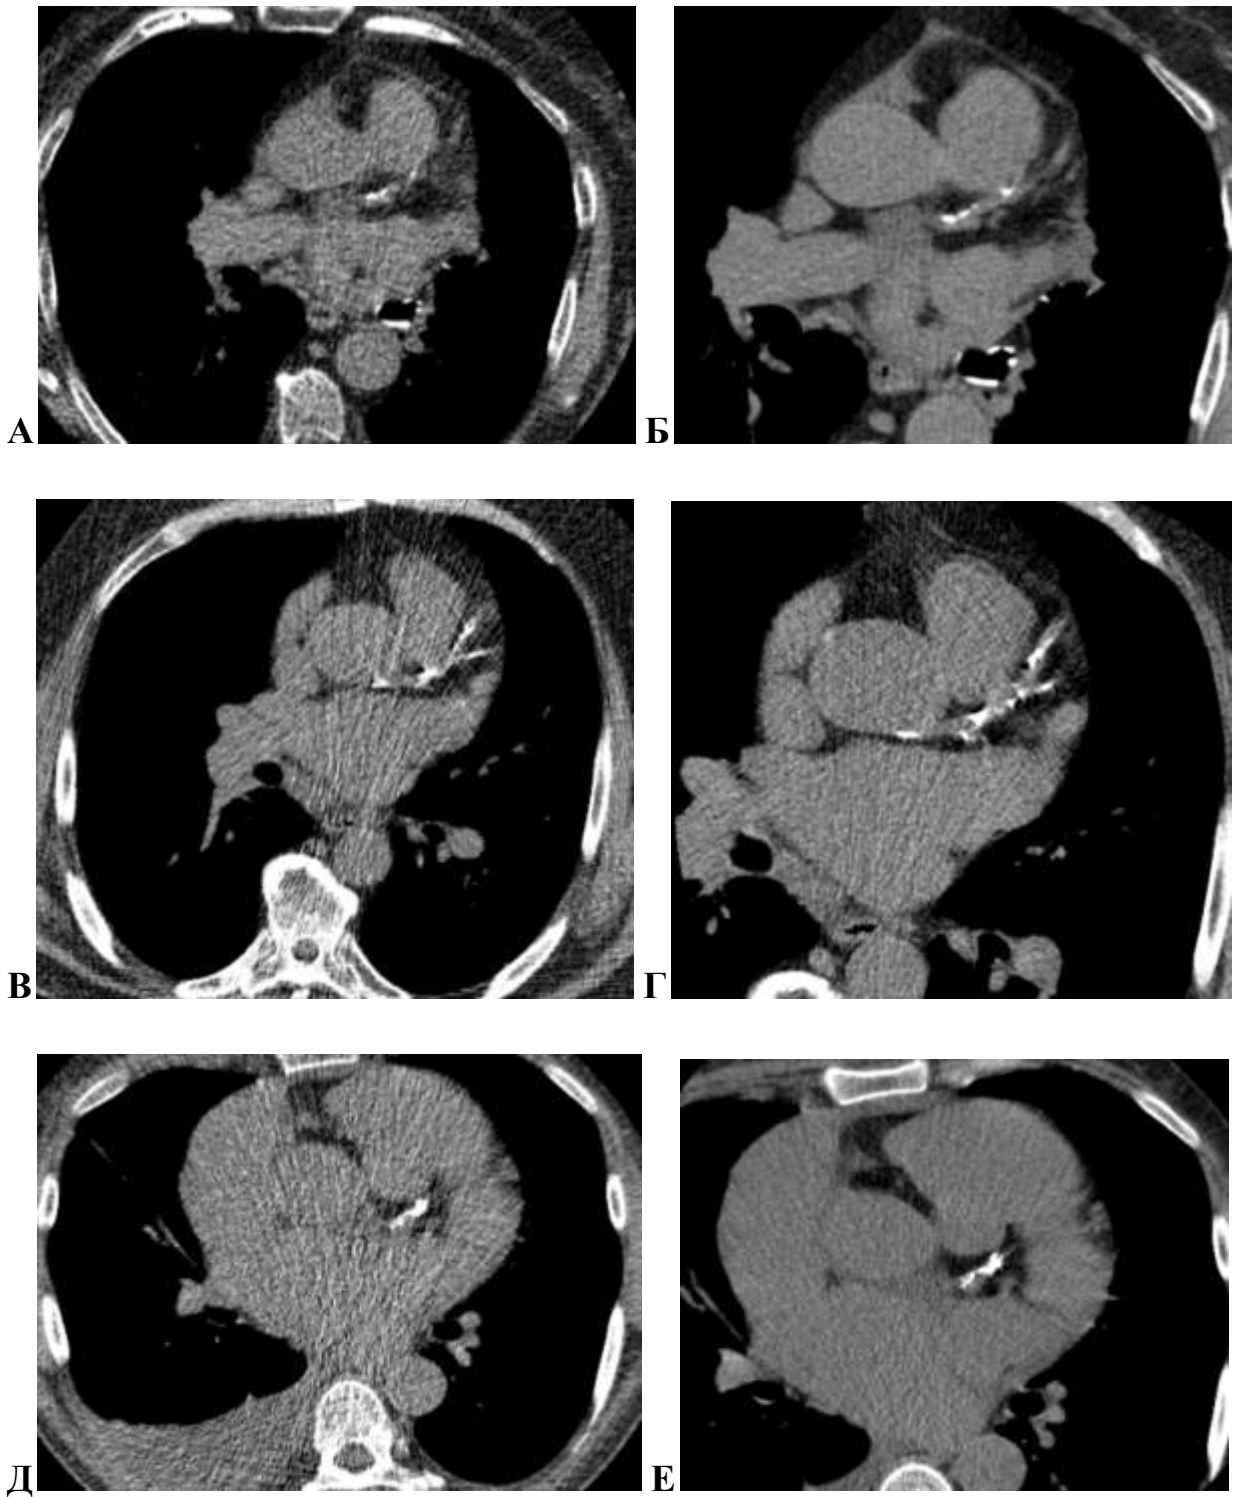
Аксиальные КТ органов грудной клетки изображения для расчета КИ. А-Б, В-Г, Д-Е. Реконструкции изображений НДКТ ОГК по 3мм для расчета КИ (А, В, Д) и стандартная методика КИ (Б, Г, Е) с ЭКГ синхронизацией у одних и тех же пациентов.
